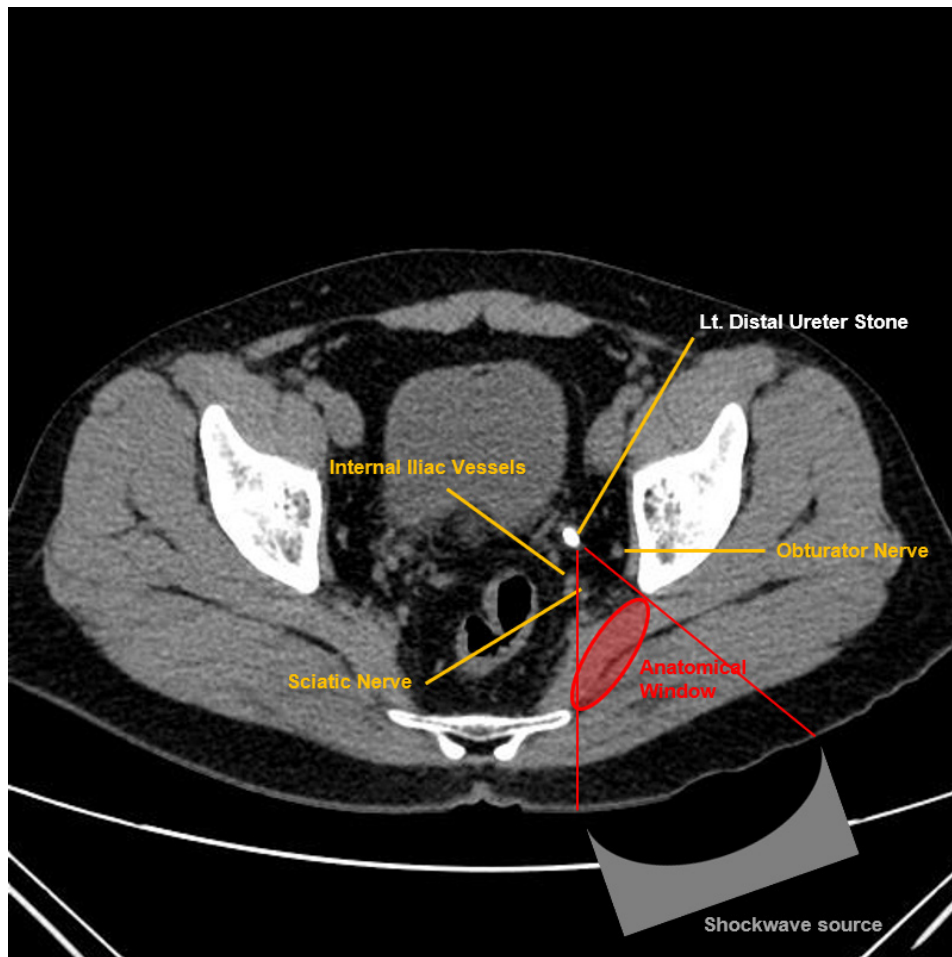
양와위를 통한 경둔근 접근법에서 하부요로결석과 주위 구조물 간의 CT 이미지에서 본 해부학적인 상관관계
